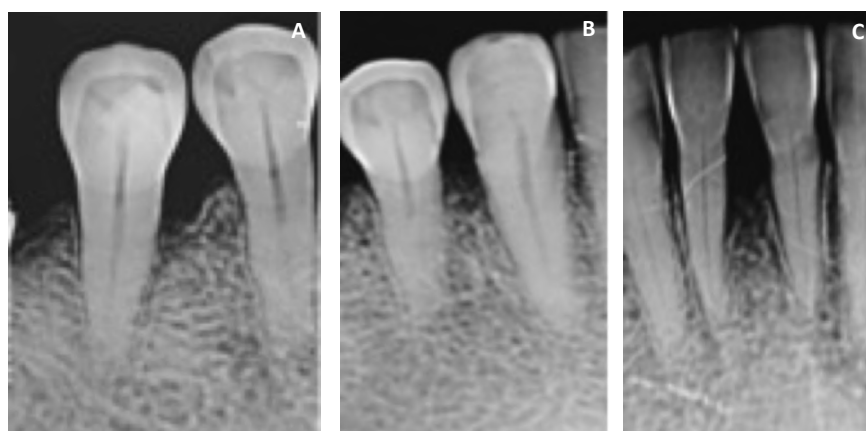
A-C. Radiografías 6 meses posquirúrgico.
